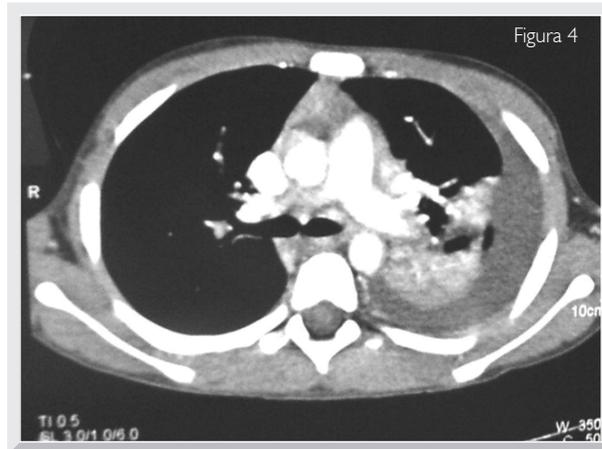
Demuestra evolución radiológica con imágenes aéreas y zonas de menor perfusión en la TC (Neumonía excavada).
